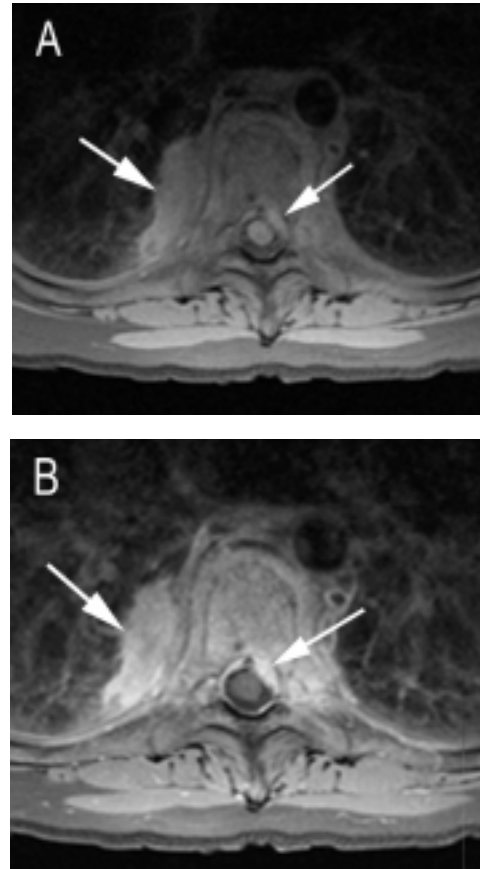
A. Plano axial de RM en secuencia T1 simple. B. Secuencia T1 posgadolinio. Se observa el componente inflamatorio paravertebral que además muestra extensión intrarraquídea que contacta el extremo anterior y lateral izquierdo del cordón medular con involucro de la raíz nerviosa ipsilateral en el nivel D7-D8 (flechas).
